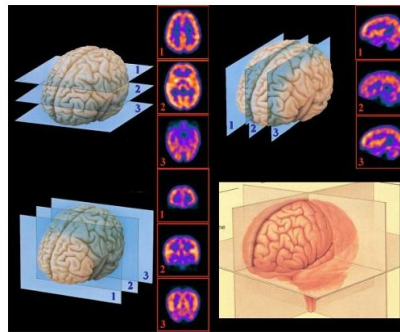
Cortes según los planos axial, coronal y sagital de un volumen 3D obtenido a partir de un estudio SPECT cerebral[8].
